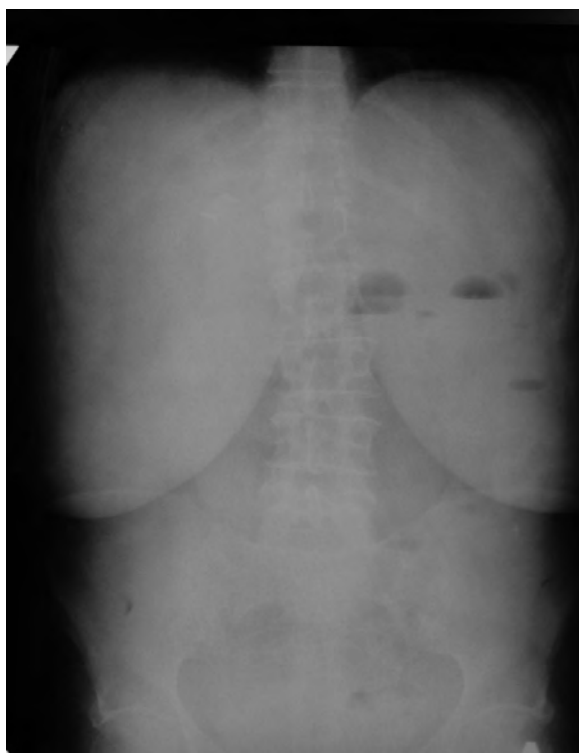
Единичные мелкие скопления газа в проекции проксимальных петель тонкой кишки, отсутствие газа в ободочной кишке: рентгенологическая картина подозрительна на кишечную непроходимость
